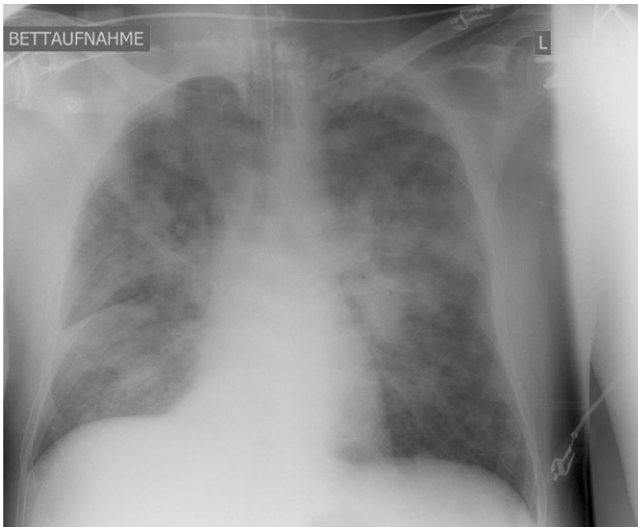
◀ Röntgenaufnahme des Thorax nach Aufnahme auf die Intensivstation, ca. 3,5 Stunden nach der Kontrastmittelgabe. Es zeigen sich diffuse, fleckige Transparenzmininderungen im Sinne eines Lungenödems. Beatmungsparameter zum Zeitpunkt der Aufnahme: BIPAP/ASB; Spitzendruck/Mitteldruck/PEEP: 41/25/14 mbar; Horowitz-Index 60
